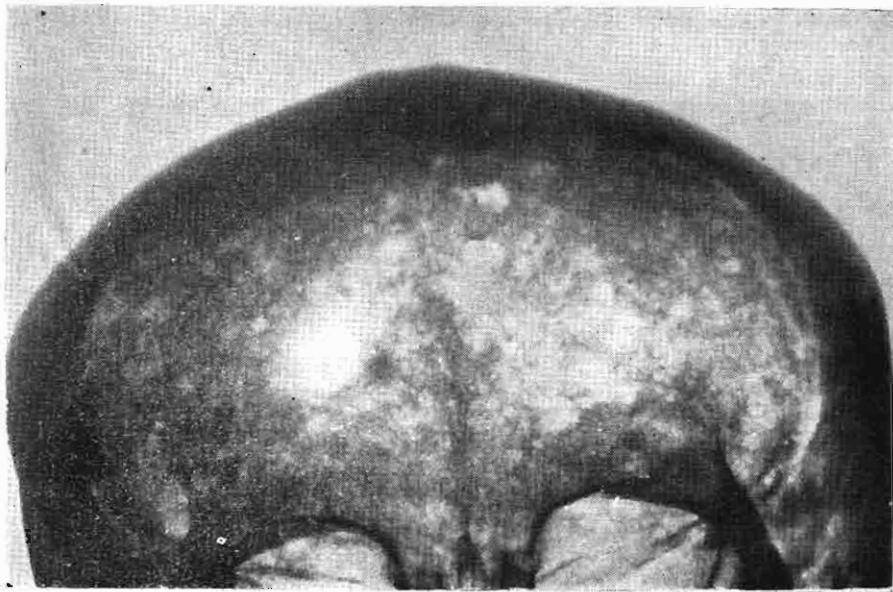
RADIOGRAFIA DEL CRANEO 13. Radiografía póstero anterior del cráneo, en la que se aprecia el orificio trepanico sin signos de regeneración y la "presencia de imágenes osteolíticas irregularmente diseminadas" (Informe).
